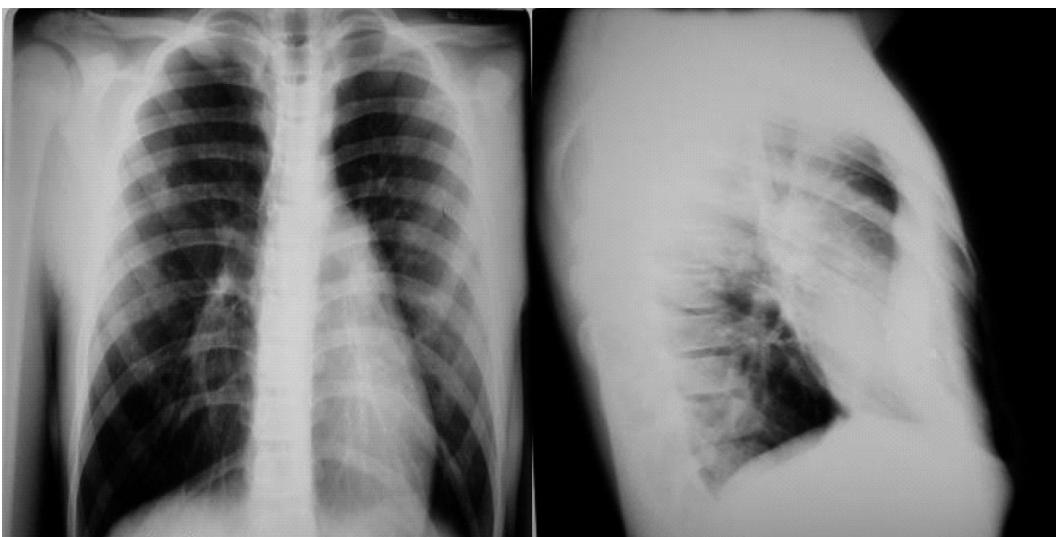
Рентгенографическое исследование у пациента с воронкообразной деформацией грудной клетки. На левой рентгенограмме выполненной в прямой проекции отчетливо видно смещение сердца влево. Справа от позвоночного столба тень сердца не определяется. На правой рентгенограмме – боковая проекция. Отчетливо видно «наплыивание» грудино-реберного комплекса на правый желудочек
